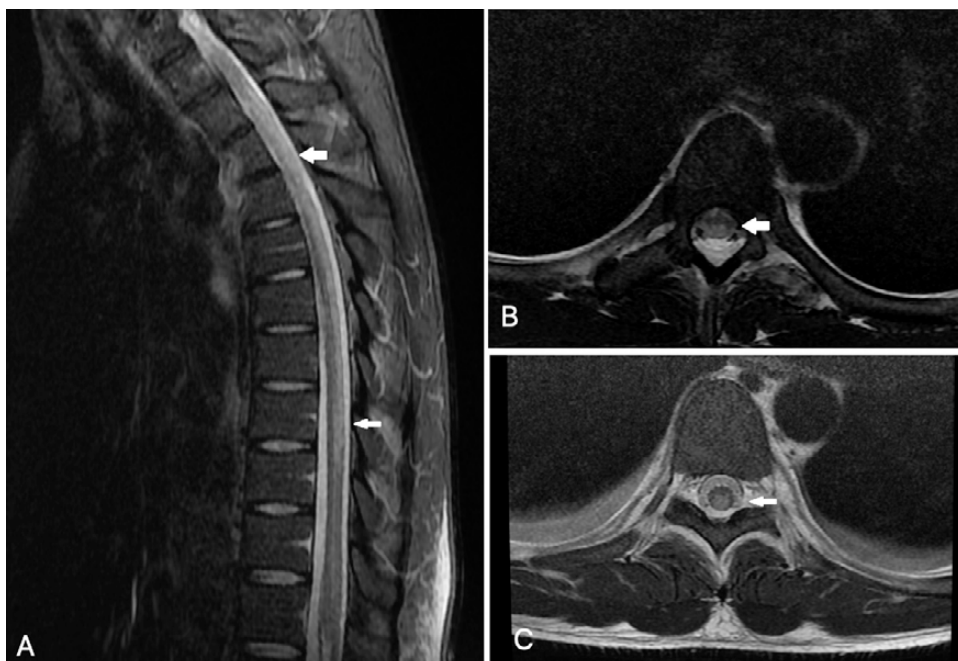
RM de columna torácica en proyección sagital en secuencia STIR (A) con Imagen hiperintensa en cordón medular desde C6 hasta T11. Proyecciones axiales en secuencia T2 que evidencian hiperintensidad medular de localización central y posterior en diferentes niveles (->) (B y C).
